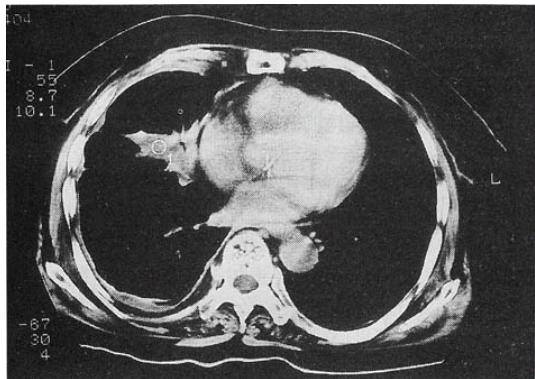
Chest CT scan showed right pleural effusion, right middle lobe atelectasis and mediastinal lymphadenopathy.
